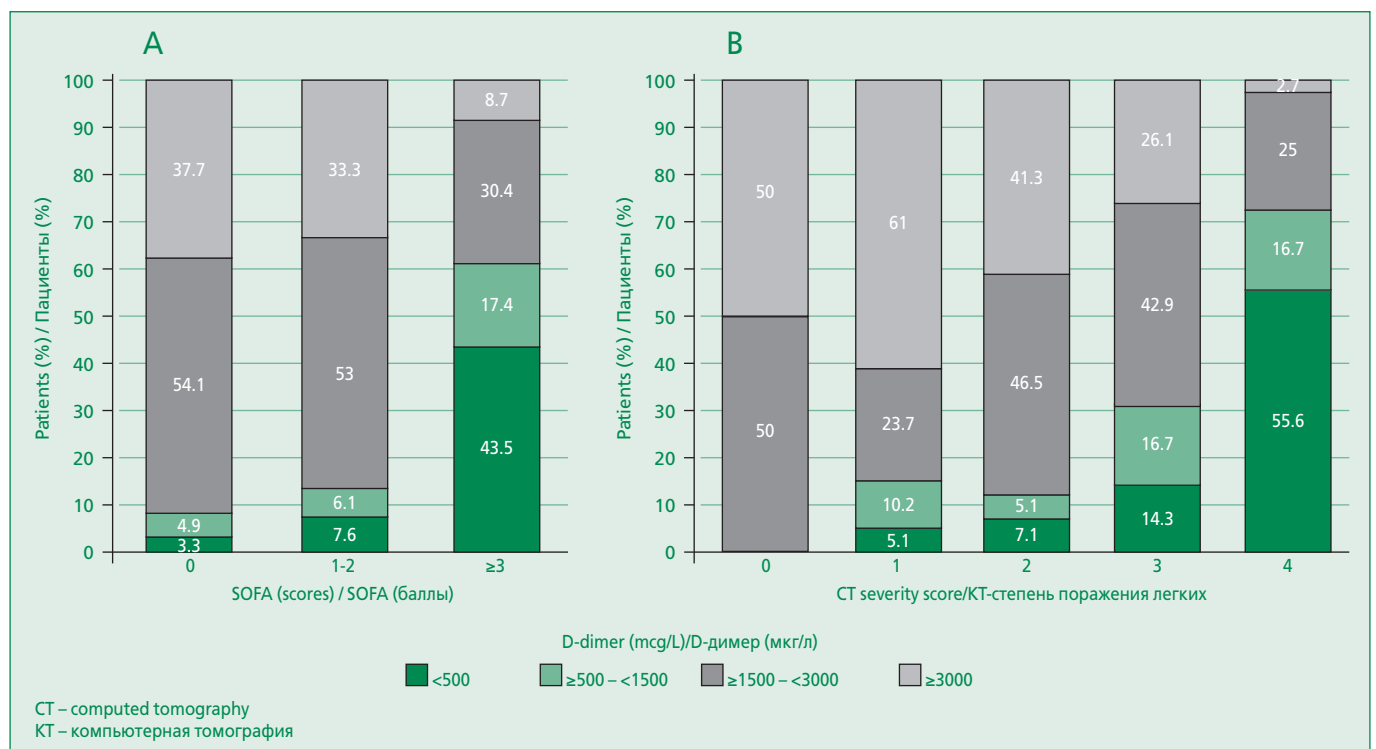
Ratios of D-dimer levels according to SOFA score (A) and CT severity score (B) in patients with COVID-19
